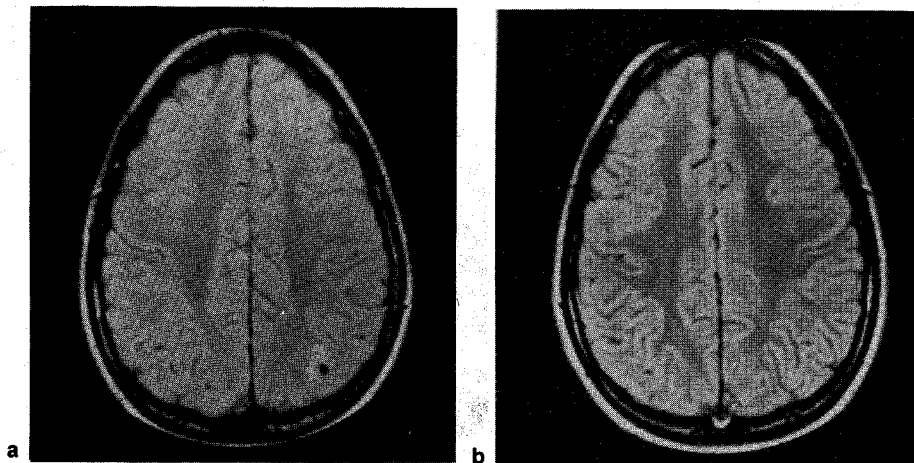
Imagen de TC del cerebro del caso 6 que muestra un cisticerco parenquimatoso único con edema perilesional (a) y sus vestigios (b) después de haber sido tratado con prazicuantel siete meses antes.
